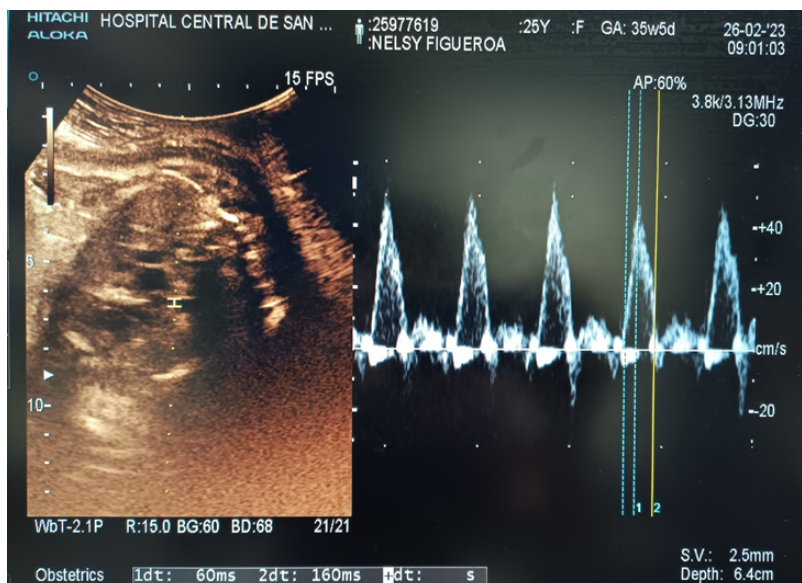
Corte anatómico para la ubicación de la arteria pulmonar fetal y obtención del tiempo de aceleración en el estudio *doppler*
